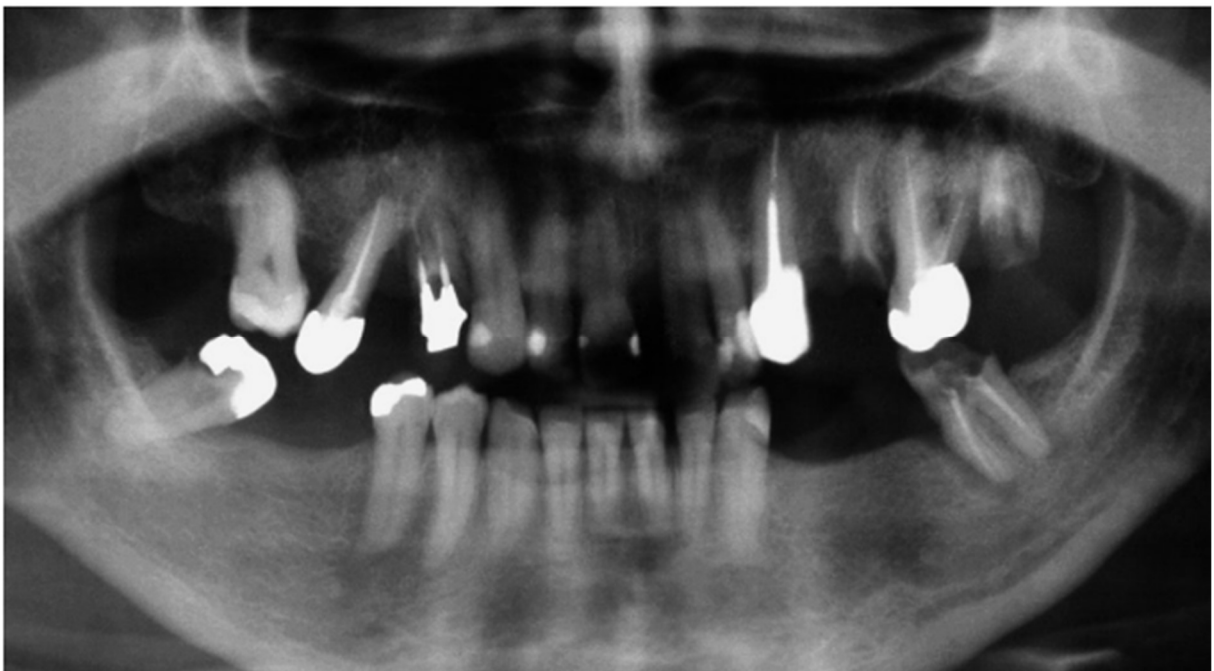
Radiografia panorâmica inicial da paciente VM. (fonte: CALHEIROS *et al.*, 2005)
